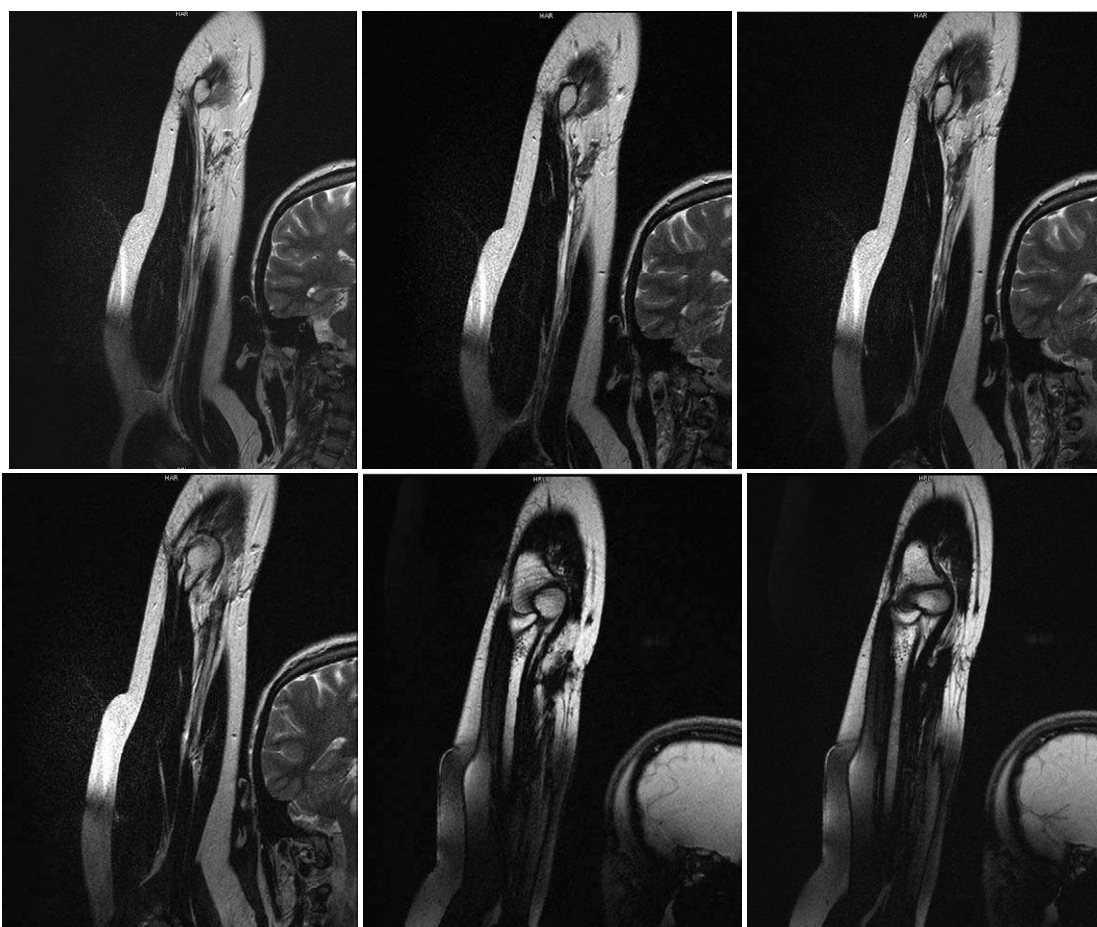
МРТ-обследование пациента Т., 19 лет. Ds: травматическое повреждение лучевого и срединного нерва слева.
